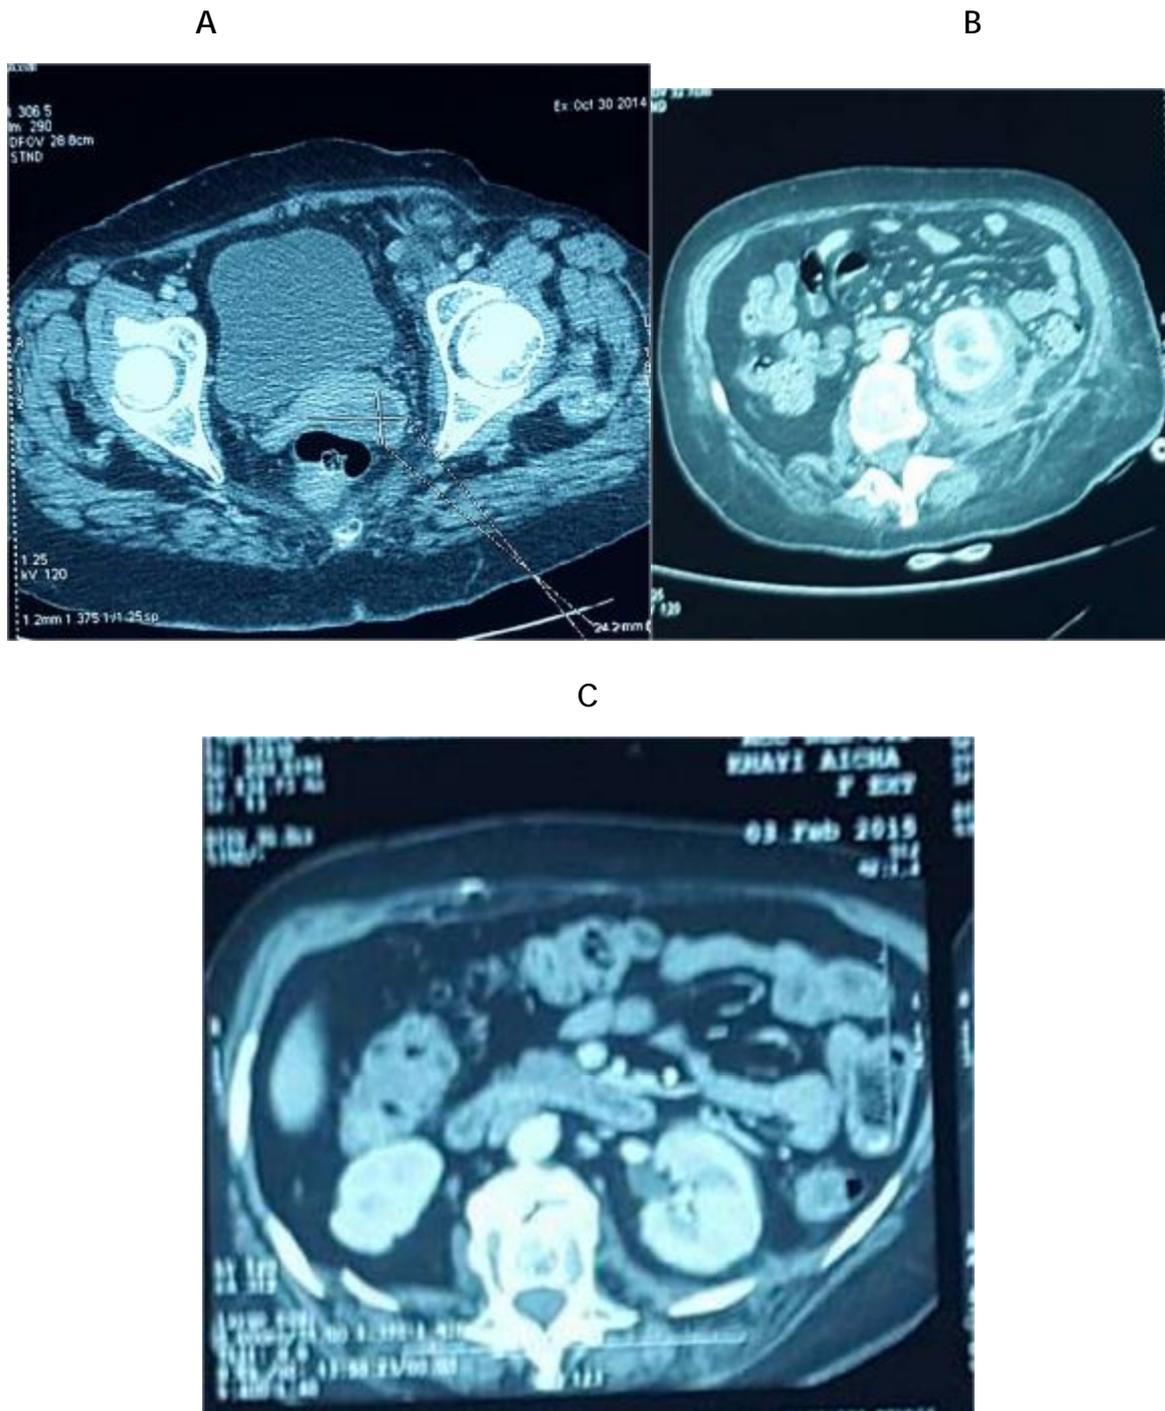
A : Coupe TDM axiale montrant une augmentation du volume de l'abcès du psoas gauche avec hydronéphrose du côté atteint.
